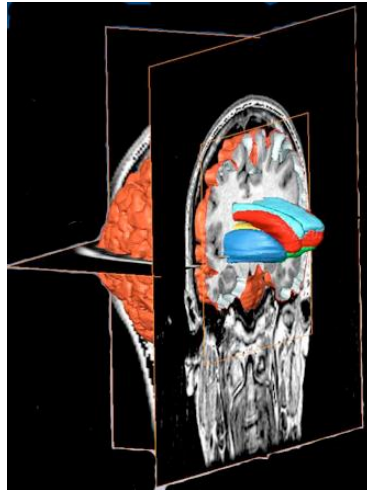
Reconstrucción 3D de la corteza cerebral y estructuras encefálicas profundas como los ventrículos laterales (en azul), el núcleo caudado (en rojo), núcleo putamen (en azul), embebidas en secciones ortogonales de RM.
